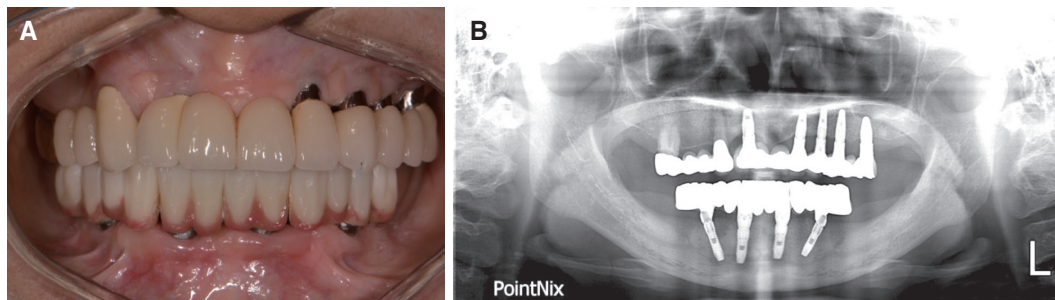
After treatment. (A) Intraoral photo, (B) Panoramic radiograph.
